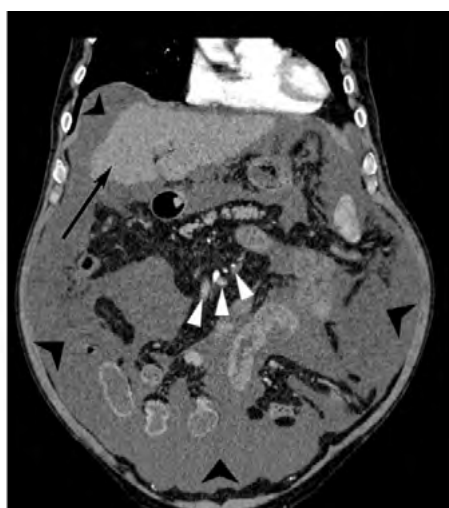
МСКТ ОБП артериальная фаза, фронтальный скан. Определяется выраженное уменьшение размеров печени с характерными бугристыми контурами (указанно стрелкой), расширение вен брыжейки (головки белых стрелок). Во всех карманах и этажах брюшной полости определяется выраженное скопление свободной жидкости (головки черных стрелок).
